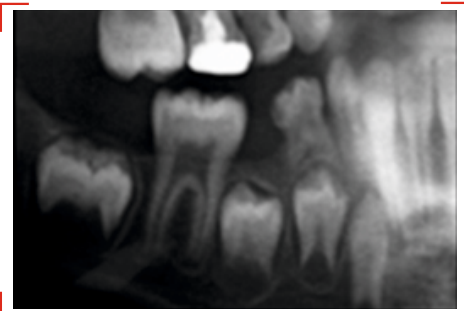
Radiographie panoramique (Patient 4) : deuxième prémolaire bloquée entre la molaire temporaire et la dent de 6 ans
